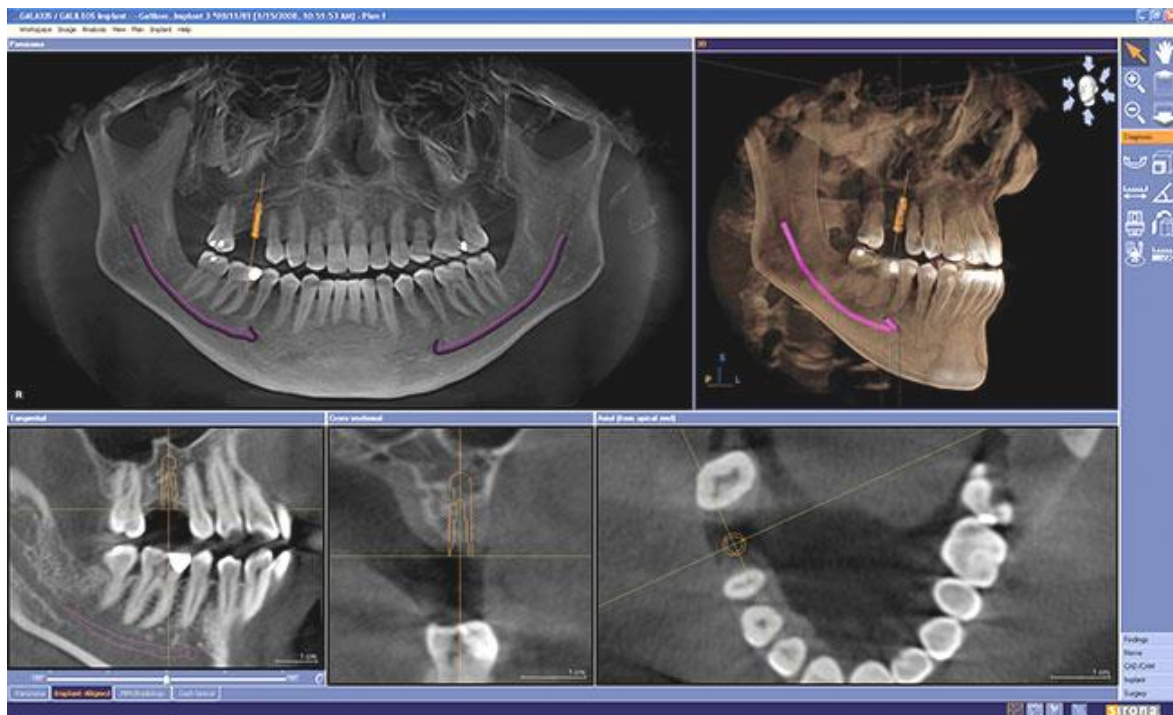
Cone beam pré-implantaire pour le positionnement d'un implant unitaire en 16.
